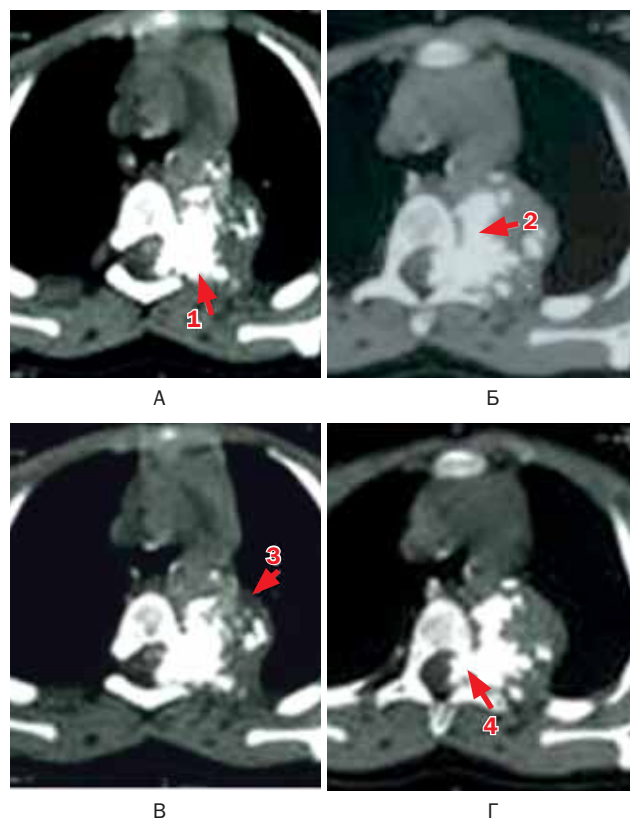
Больной Р., 12 лет. Менингиома заднего средостения слева. МСКТ грудного отдела позвоночника без контрастирования (А–Г)
